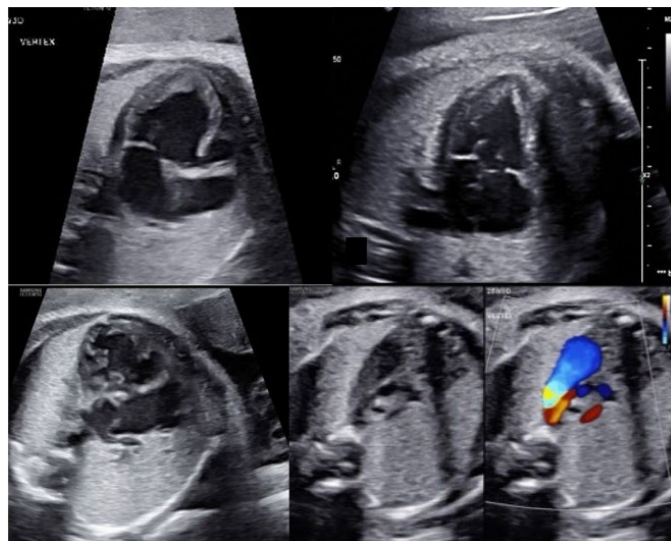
单心室心脏病变示例。显示四腔心切面及三血管气管切面的二维及彩色多普勒超声图像。另请参阅视频 10（见 www.onlinejase.com）
